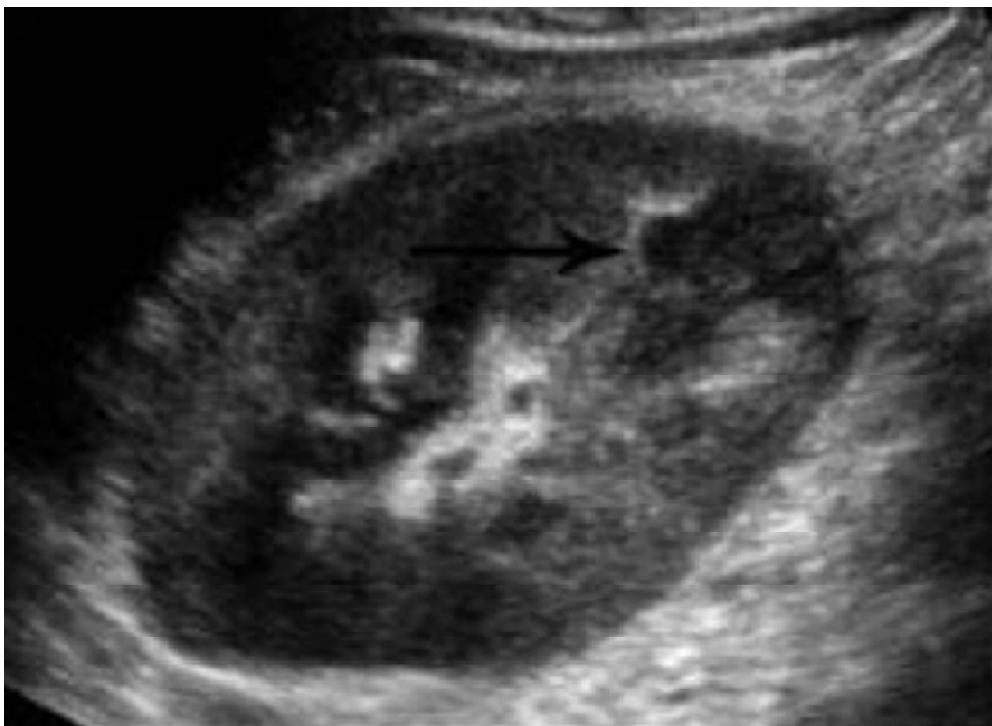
PNA avec abcès. Intérêt de l'échographie (84)
